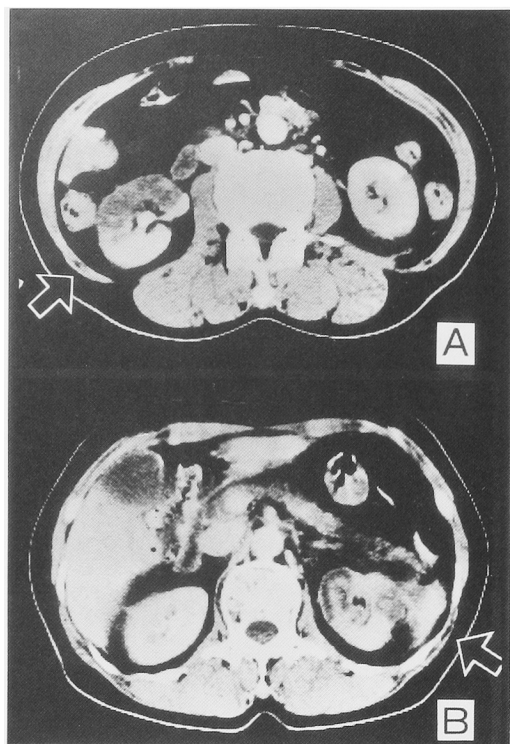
CT scan reveals low density area in the upper and middle portion of left kidney (A) and in the middle portion of right kidney (B).
